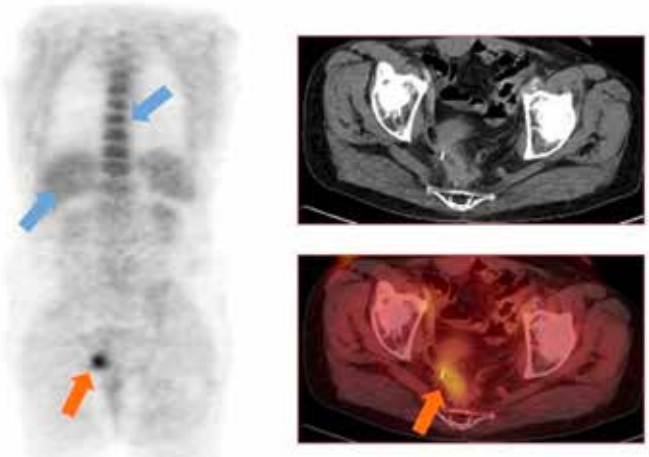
Darstellung des Zuckerstoffwechsels in einem 76-jährigen Patienten mit einem wiederkehrenden Enddarmtumor, der im CT nicht von Narbengewebe unterschieden werden kann. Der Tumor stellt sich mit erhöhtem Metabolismus dar (orangefarbener Pfeil). Der „normale“ Zuckerstoffwechsel beispielsweise in Leber und Knochenmark (blaue Pfeile) ist deutlich zu erkennen.
